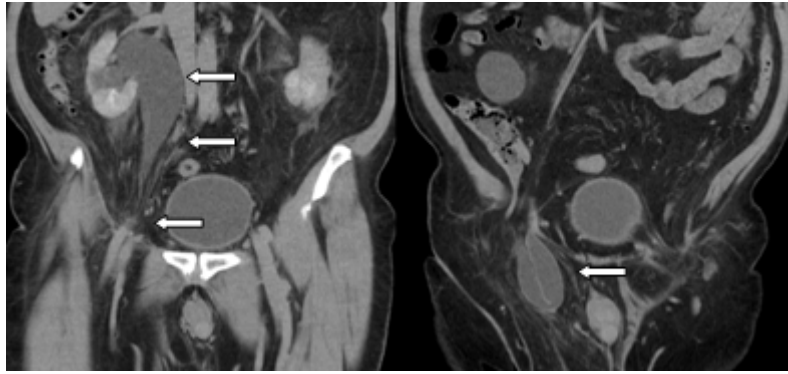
Tomografía computarizada: signos de uropatía obstructiva grado III, con pelvis renal derecha de 50 mm, sin adelgazamiento cortical. Marcada dilatación del uréter proximal de 30 mm de diámetro, proximal a la entrada del mismo en la hernia inguinal, presenta diámetro de 14 mm, localizando dentro de dicha hernia (flecha); a su salida de la misma presenta un cambio de calibre, causante de la uropatía obstructiva. En la unión urétero-vesical presenta un calibre normal. Se identifica un retraso significativo en la eliminación del riñón derecho.
